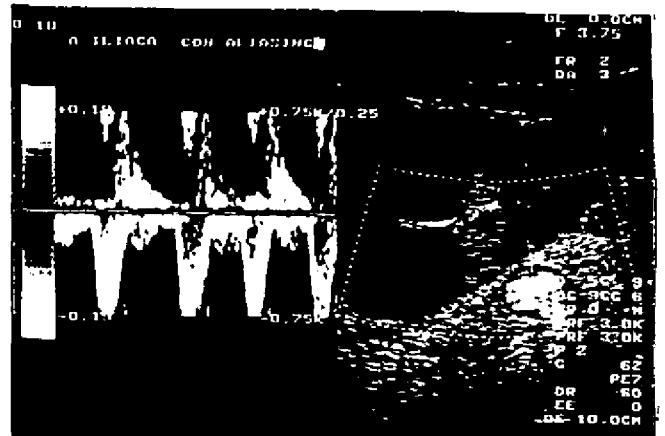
Doppler duplex color. Se ha iniciado el estudio con volumen de muestra ancho y se detecta a la vez flujo arterial y venoso por encima y por debajo de la línea basal respectivamente (uno se acerca y el otro se aleja del transductor). Las curvas espectrales tienen muchos artefactos por no haberse tomado con un ángulo adecuado.
